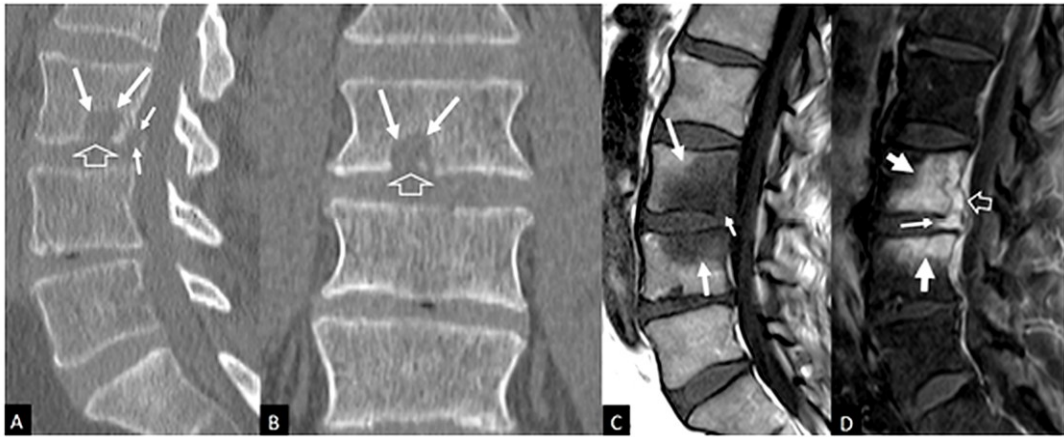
Spondilodiscite da *Staphylococcus aureus* dopo microdiscectomia L3-L4. (A, B) TC sagittale e coronale: osteolisi del corpo vertebrale L3 con interruzione della placca epifisaria inferiore (freccie). (C) RMN T1 sagittale: edema del midollo osseo L3-L4 (freccie). (D) RMN T1 sagittale con gadolinio: enhancement del midollo osseo e del disco posteriore con formazione di ascesso intravertebrale (freccia aperta). Chaniotakis C et al. Post-Discectomy Infection. J Clin Med. 2024; 13:1478.
